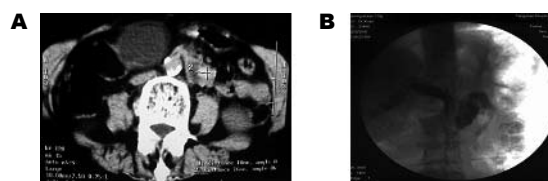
胆总管结石开口于空肠。A: 术前CT示胆总管结石位于脊柱左侧; B: 术后经T管造影胆总管开口于空肠。
